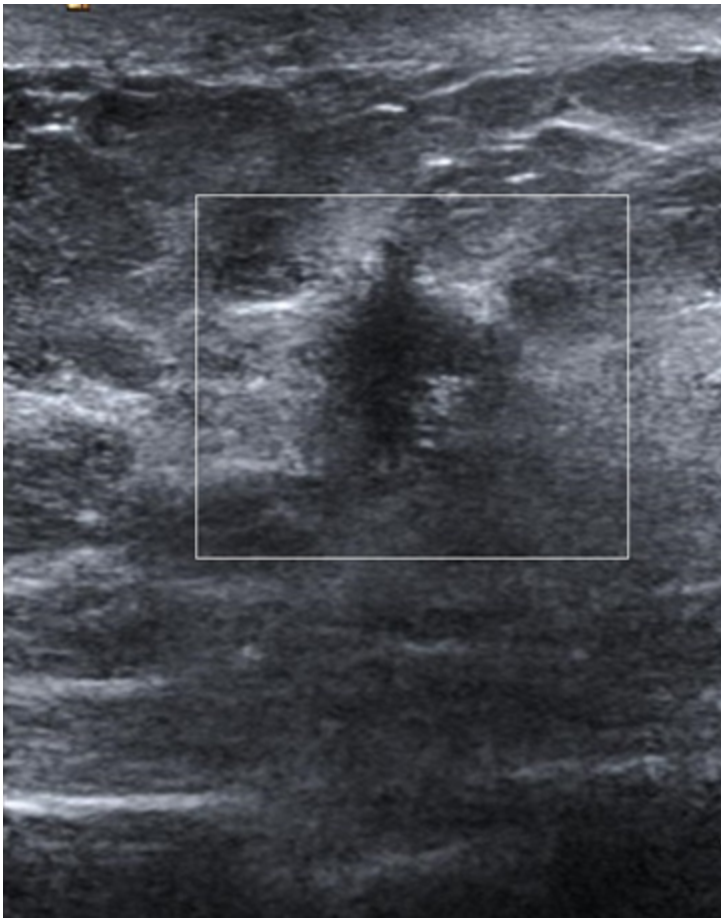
Paciente B (63 años): Ecografía mamaria que muestra un nódulo sólido de morfología irregular de 15 mm retroareolar izquierdo correspondiente a un carcinoma infiltrante grado nuclear 3 Luminal B-like.
